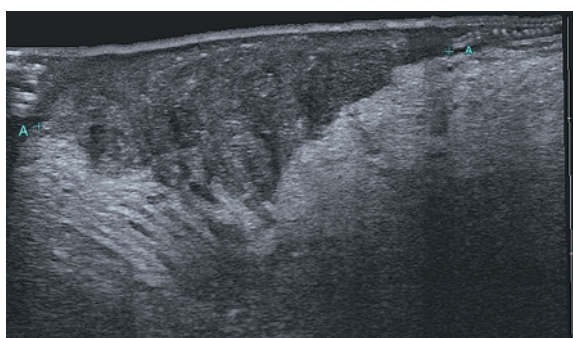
УЗИ-картина опухоли языка
